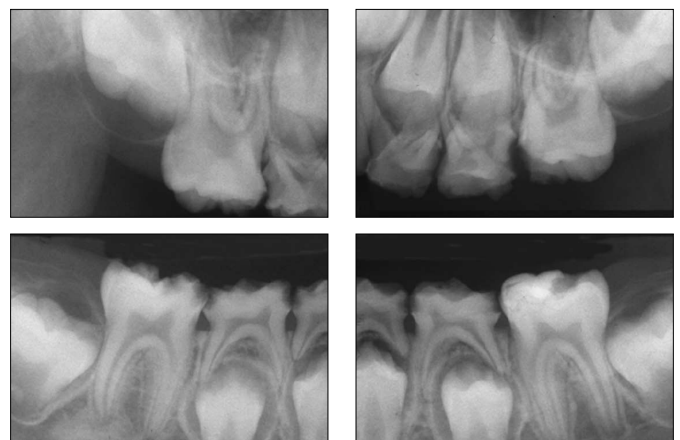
Periapical views(at 9 years old).
